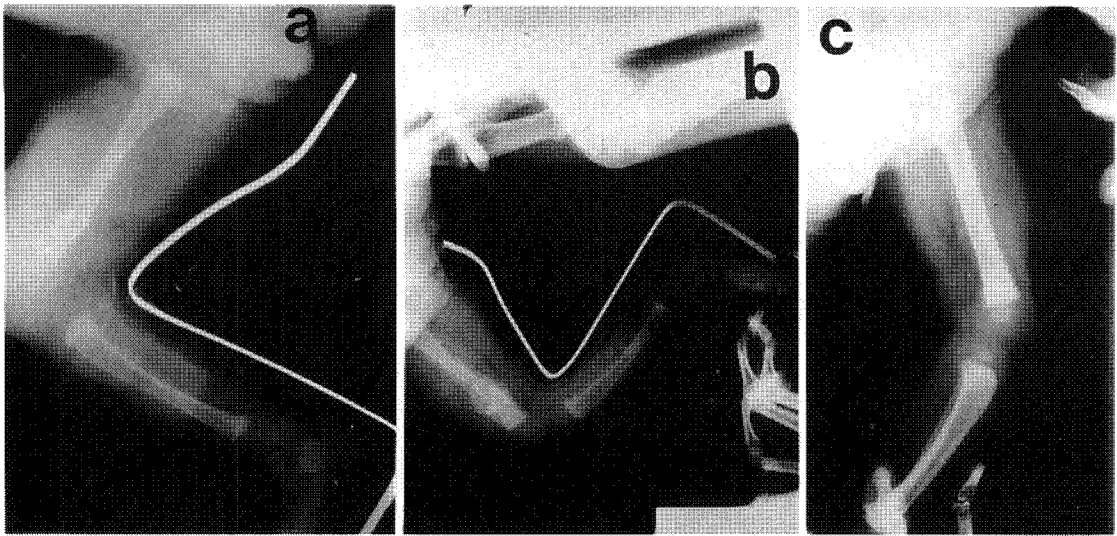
Roentgenogram show transverse fracture of the distal femur.
